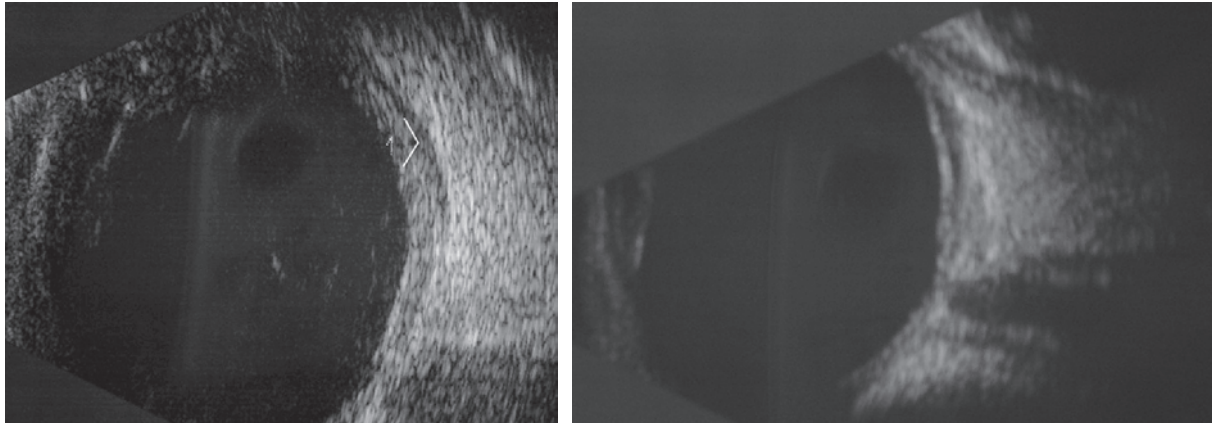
Décollement de rétine plan associé à un épaissement scléral et à un œdème épiscléral bilatéral évoquant une sclérite postérieure. Échographie oculaire mode B.
